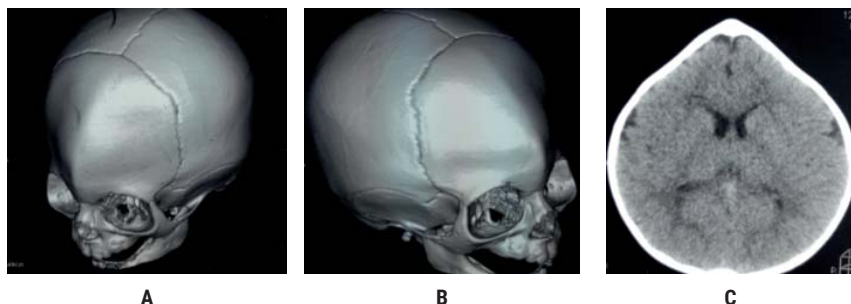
Tomografia axială computerizată cu reconstrucție tridimensională (A,B,C)
